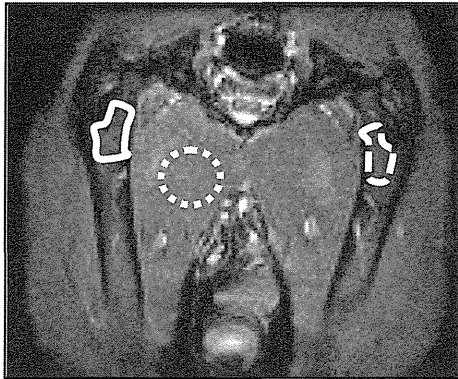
dynamic contrast-enhanced MRI の画像
